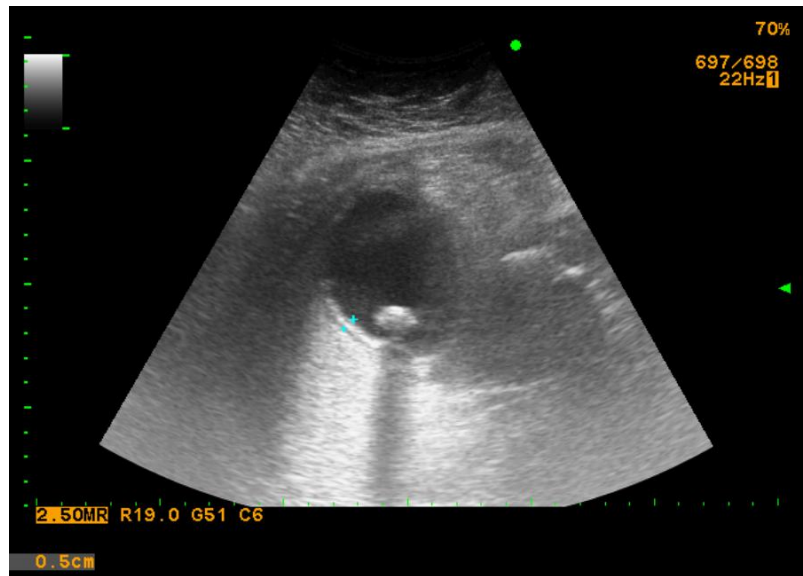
Ecografía abdominal en un paciente con colecistitis aguda. Se muestra la medición del engrosamiento de la pared de la vesícula.
